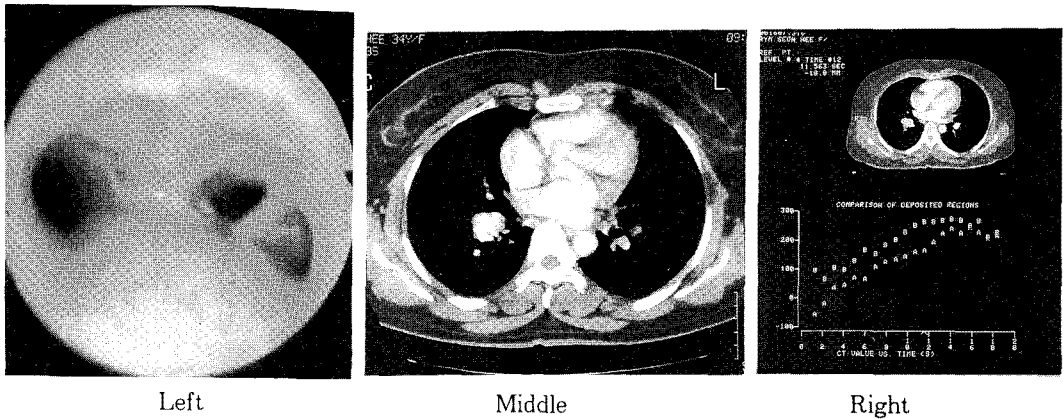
Carinal type. A tracheal bronchus arises at carina level (Left). Chest CT scan shows 3 × 2.5cm sized mass lesion at right hilar area (Middle), and this mass is proved to be pulmonary venous malformation by Electron Beam Ultrafast CT scan (Right).
